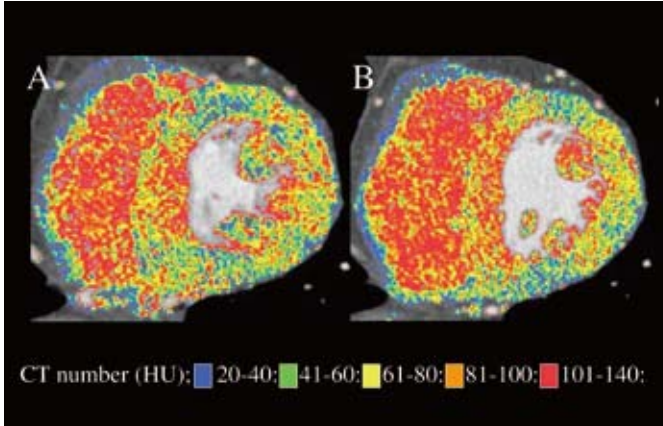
CT myocardial perfusion imaging (A: systolic image, B: diastolic image).
